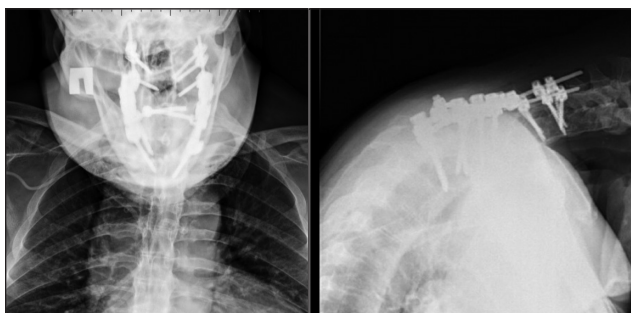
Рентгенограммы пациента Б. после хирургического лечения
